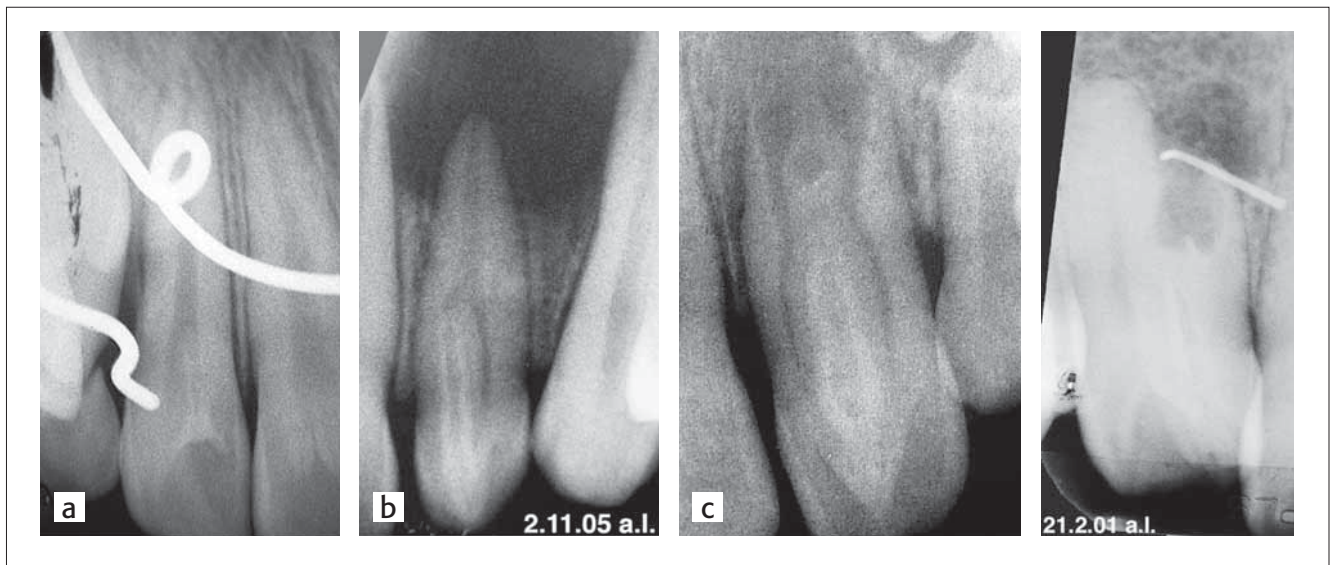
Röntgenbilder als Beispiele entsprechend der Klassifikation nach OEHLERS (1957); a: Typ I; b: Typ II; c+d: Typ III mit apikalem bzw. lateralem Ausgang der Invagination
